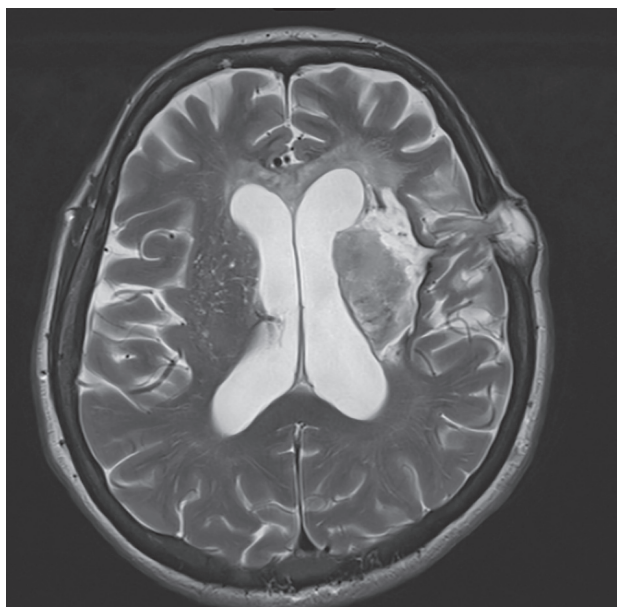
Магнитно-резонансная томограмма пациентки З., режим T2-WI, аксиальный срез. Кистозно-глиозные (с геморрагическим компонентом) изменения лобной доли левого полушария головного мозга, области таламуса, скорлупы и чечевицеобразного ядра, островка, внутренней и наружной капсулы. Определяется послеоперационный костный дефект с небольшим пролабиранием мозговой ткани
